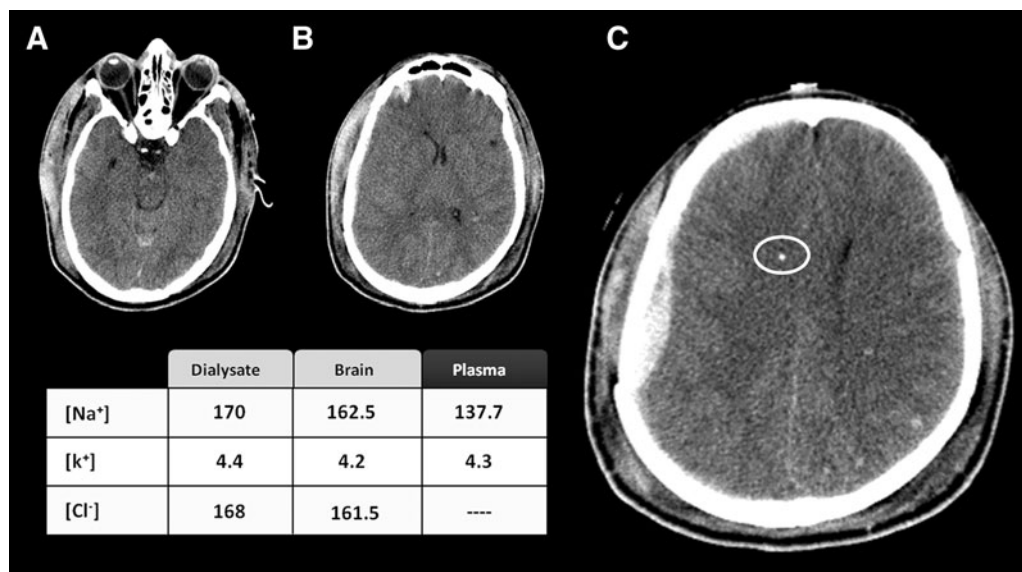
A 24-year-old man was admitted to our hospital after a severe traumatic brain injury with a prehospital Glasgow Coma Score of 6. The computed tomography (CT) scan was classified as a diffuse brain injury type II of the Marshall's classification. In the three CT scan slices shown here (A, B, and C), a small right frontal contusion together with a small subdural hematoma and subarachnoid blood in the interpeduncular cistern are observed. The white circle in (C) indicates the MD probe that was located at a distance of 41 mm from the subdural hematoma. The table summarizes the ionic concentration in the plasma, the dialysate, and the estimated concentration in the brain calculated according to the equations described in the text.
